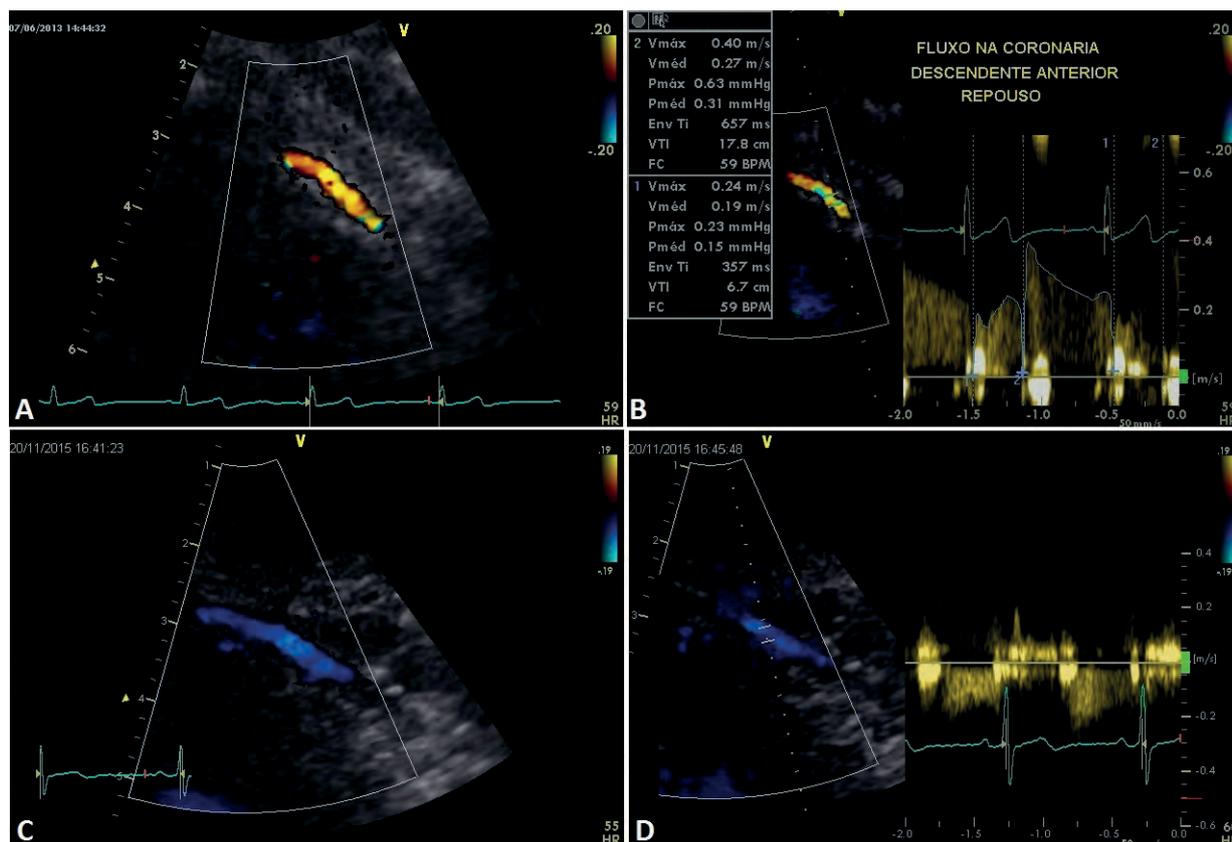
Oclusão coronariana total. O fluxo normal na coronária descendente anterior é registrado em amarelo (A) pelo Doppler colorido e a acima da linha de base pelo Doppler pulsátil (B). Oclusão total proximal da coronária descendente anterior com fluxo de enchimento retrógrado em azul (C) e abaixo da linha de base ao Doppler pulsátil (D).
